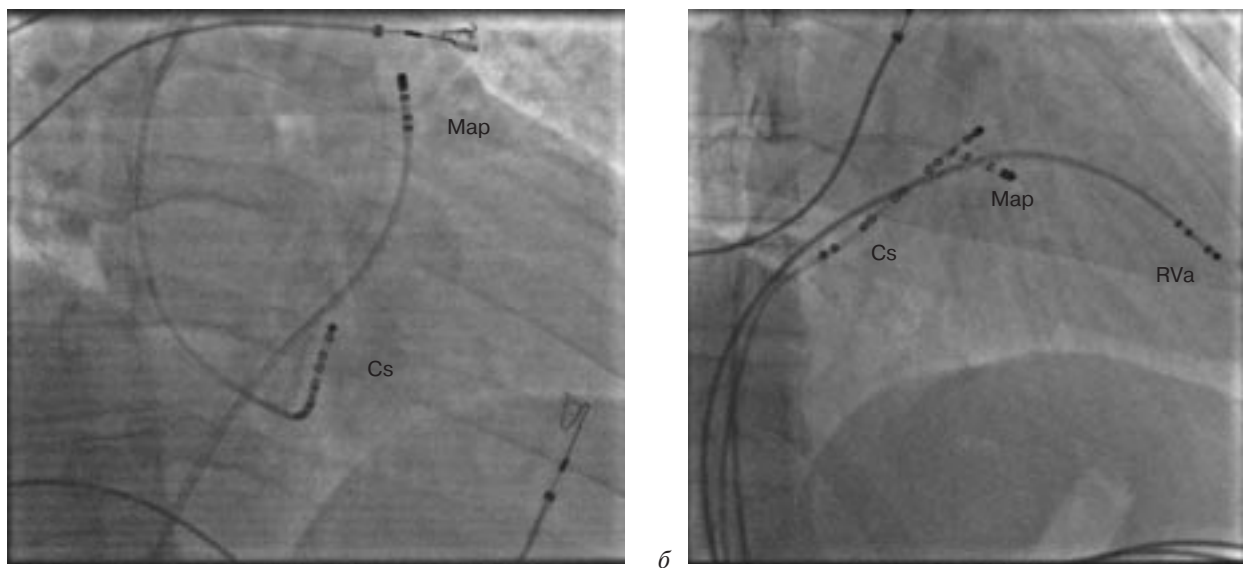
Рентгеновские стоп-кадры (RAO 30°):
